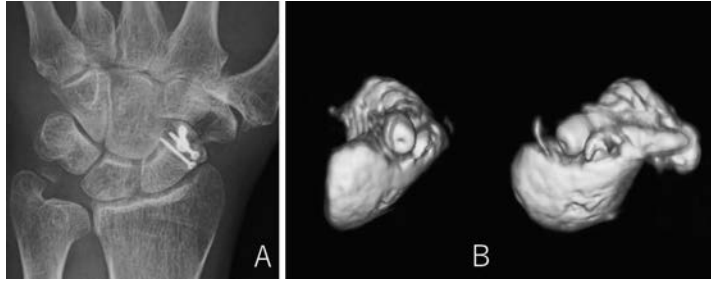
術直後単純X線 (A), 3D-CT (B) 腸骨から採取した海绵骨を移植し, DTJ screw と 1.3mm screw 2 本で内固定した。
